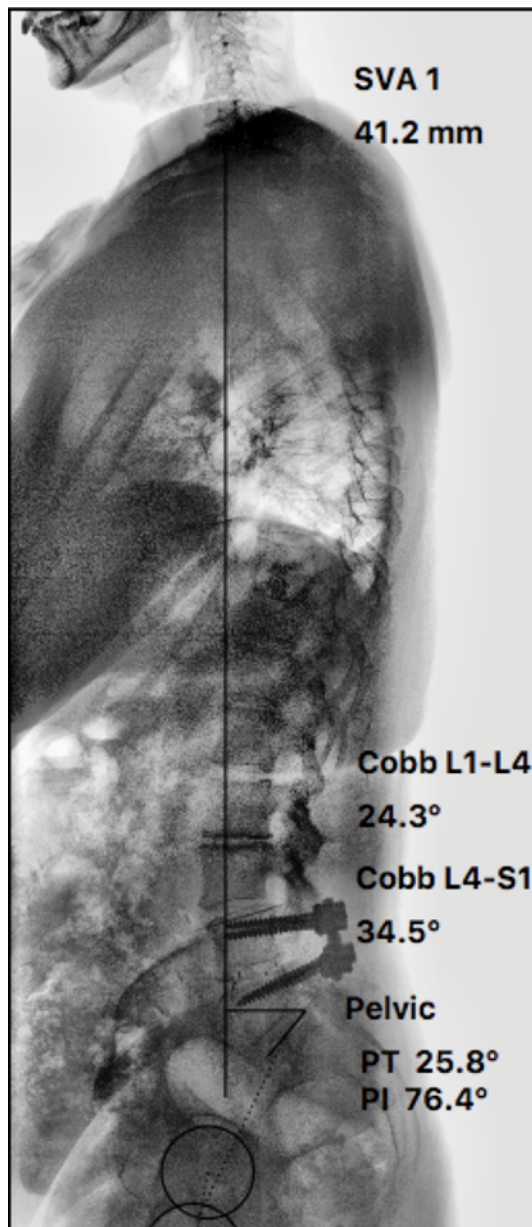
Телерентгенография пациентки 66 лет после спондилодеза на уровне $L_{IV}-L_V$. с синдромом КПС. Отмечается недостаток поясничного лордоза ($PI-LL=17^\circ$) с компенсаторной ретроверзией таза ($PT/PI=0,34$), другие параметры не нарушены
